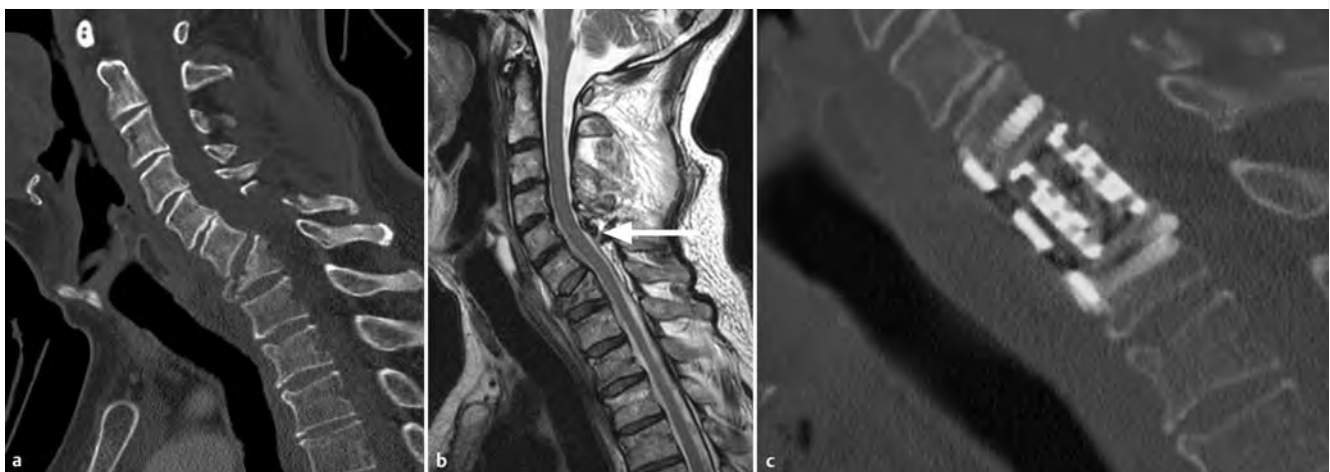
Flexions-Distraktions-Verletzung nach Verkehrsunfall mit neurologischen Ausfällen. a Sagittale Reformatierung in der CT. b Sagittale T2w MRT-Aufnahme mit Zerreißen der Ligg. flava (Pfeil). c CT nach operativer Versorgung.
